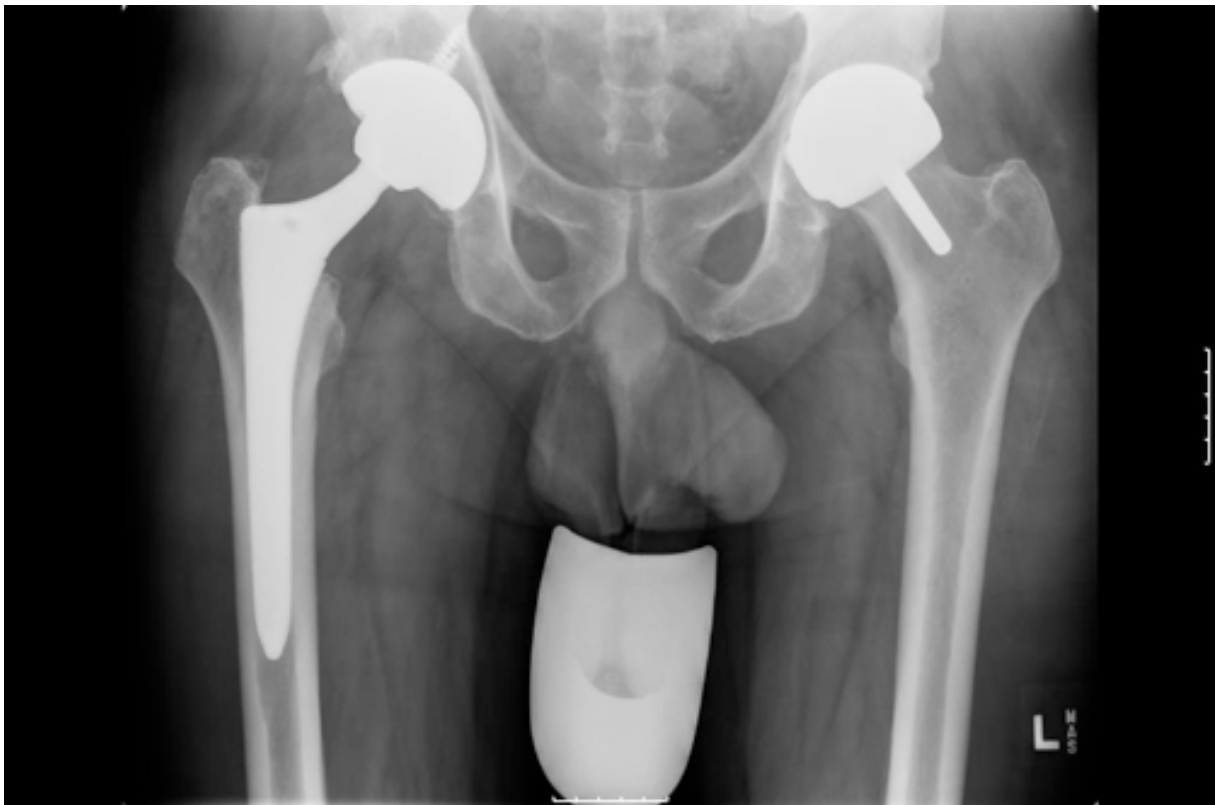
Postoperatives Röntgenbild nach Kappenprothese links und stielgeführter Hüftprothese rechts
